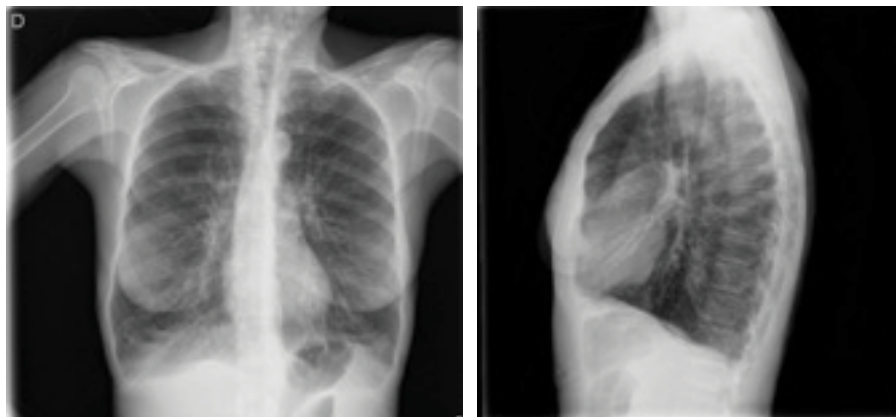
Radiografía de tórax posteroanterior y lateral de la paciente.
